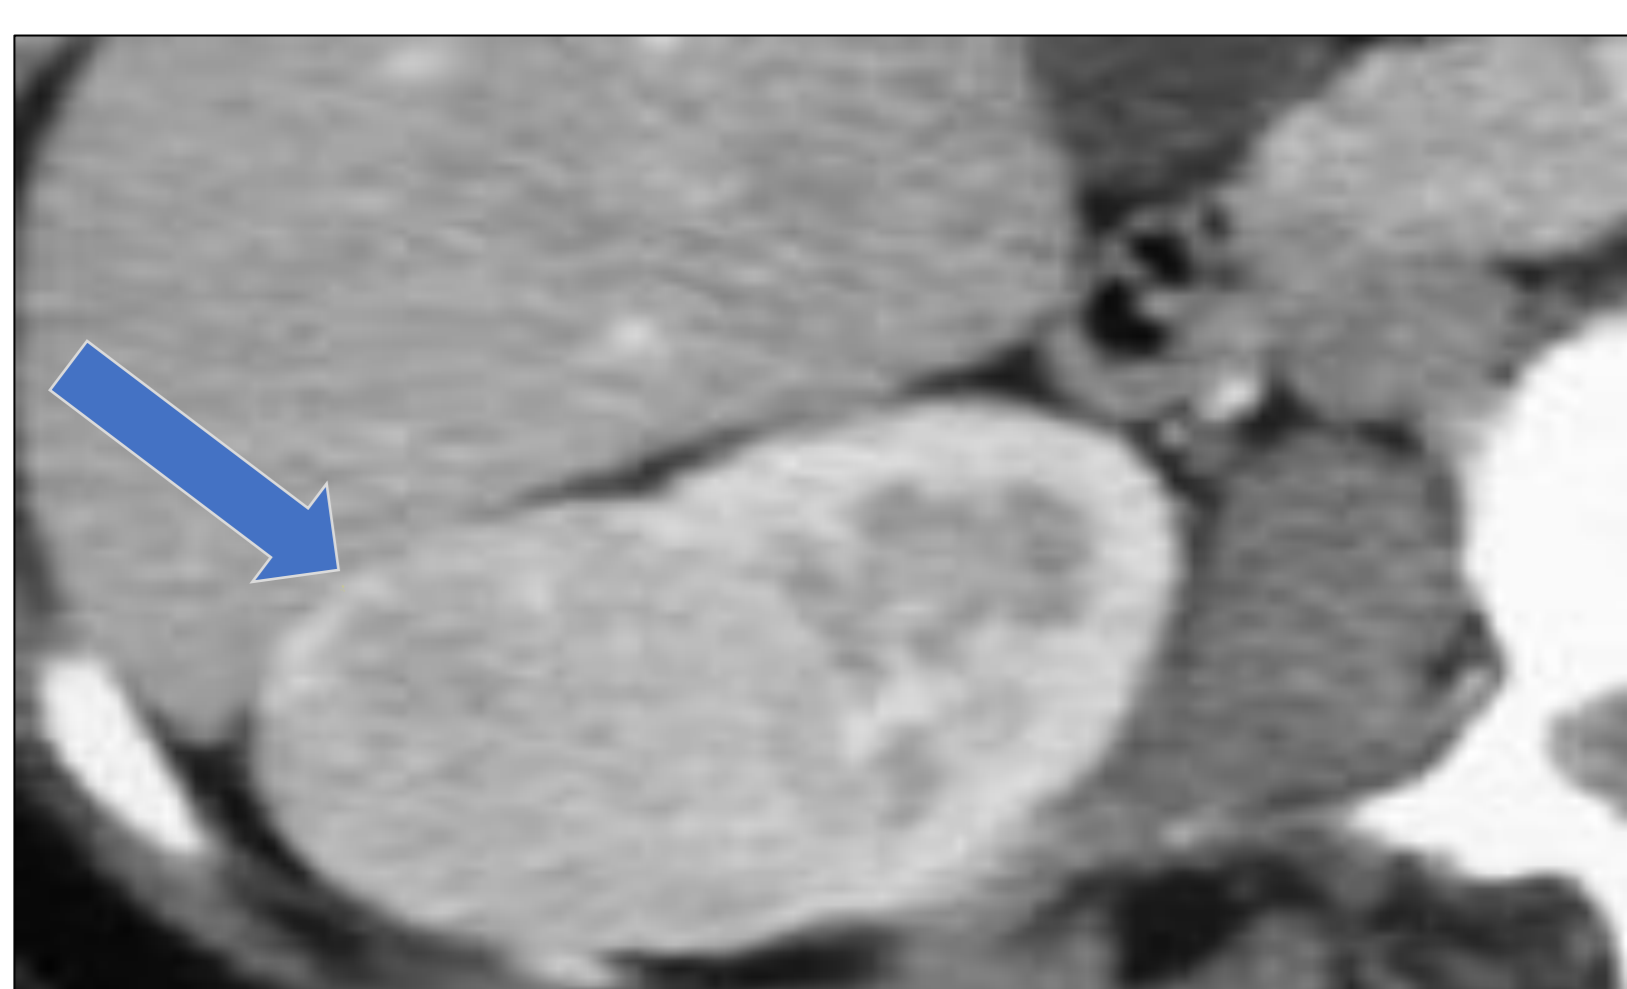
TC abdominal con contraste en paciente mujer de 32 años con LAM. Se observa una masa renal derecha, exofítica y discretamente heterogénea (Flecha azul). Se realizó BAG renal con el diagnóstico de linfangioleiomioma.
